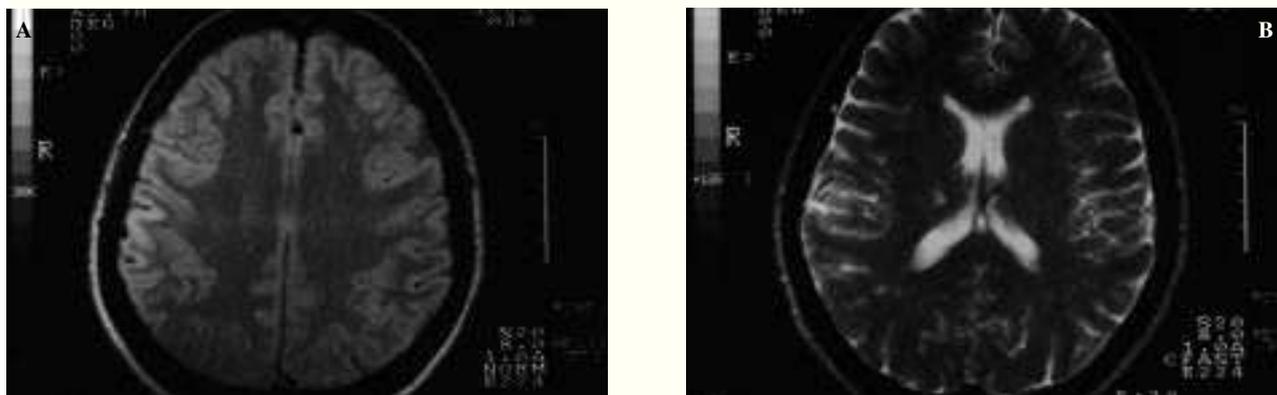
A y B: Resonancia magnética cerebral en una paciente de 33 años con *livedo reticularis* en extremidades inferiores y nalgas, sin factores de riesgo cardiovascular ni antecedentes de trombosis o abortos, que consulta por hemiplejía facio-braquio-crural izquierda con tomografía craneal, dentro de las seis primeras horas, normal. Se pueden observar diversos infartos lacunares en territorio de la arteria cerebral media derecha e izquierda.
